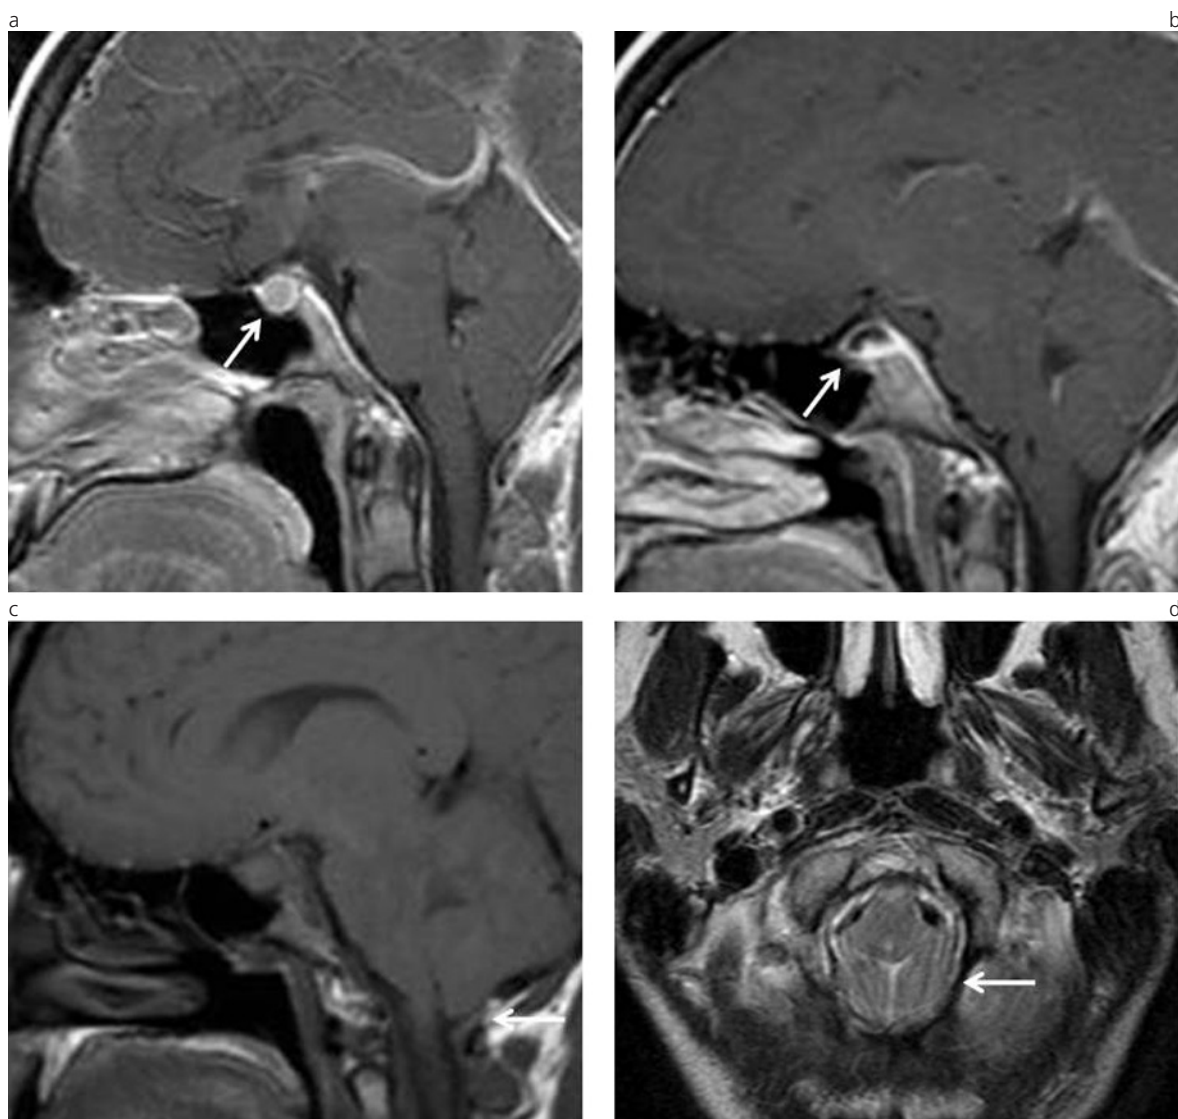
Agrandamiento hipofisario difuso, dilatación de las venas hipofisarias y descenso amigdalino compensatorio. (a) RM magnificada en ponderación T1, plano sagital, con gadolinio. Agrandamiento hipofisario difuso. (b) RM magnificada en ponderación T1, plano sagital, con gadolinio. Dilatación de las venas hipofisarias y del sistema portal hipofisario. (c) y (d) RM magnificada en ponderación T1 y plano sagital, y en ponderación T2 y plano axial. Amígdalas cerebelosas por debajo del foramen magno.
